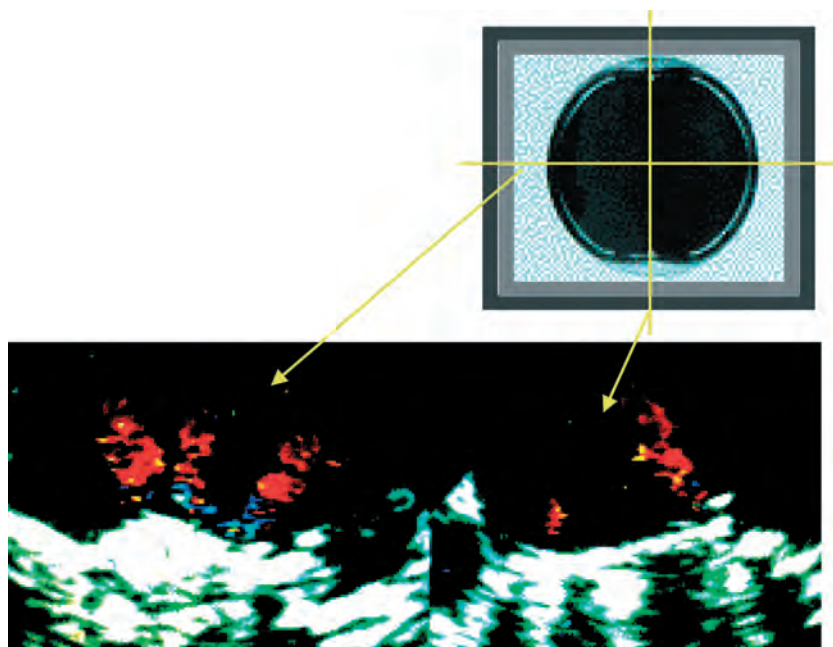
«Нормальная» регургитация через двустворчатый клапанный протез St. Jude Medical. На фотографии клапана показаны места, на уровне которых проходит плоскость сканирования на приведенных ниже эхокардиограммах.
